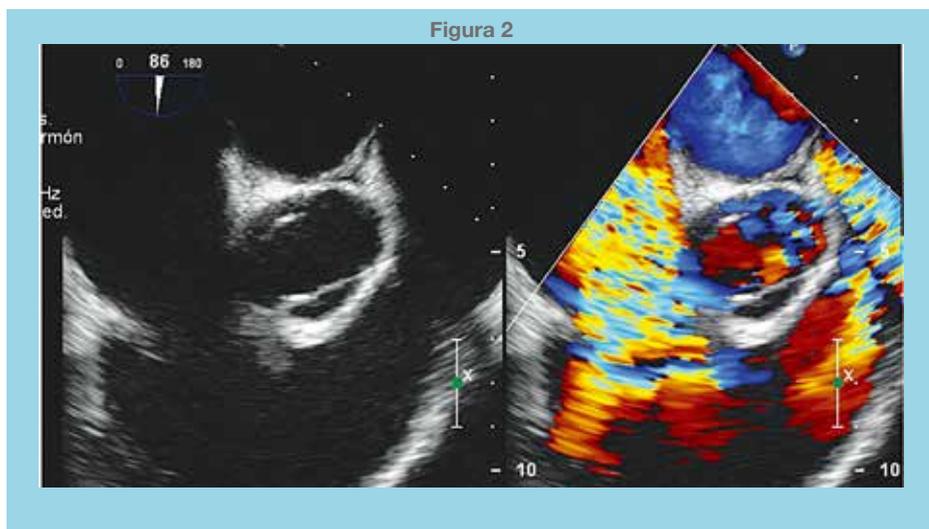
Visión ecocardiográfica transesofágica en esófago medio a fin de sístole. Se observan la válvula tricúspide con velos engrosados y retraídos, el tracto de salida del ventrículo derecho con la válvula pulmonar retraída y sin movilidad. A la derecha se observa la imagen con doppler color que muestra insuficiencia tricuspídea y aumento de velocidad a nivel del tracto de salida del ventrículo derecho.
